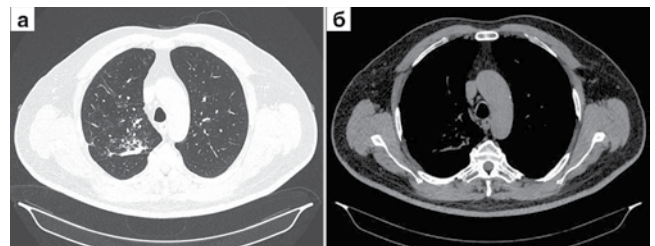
МСКТ органов грудной клетки (от 12.04.2019 г.) – разрешение бронхопневмонии верхней доли правого легкого; а – режим «легочного окна»; б – режим «мягкотканного окна»
